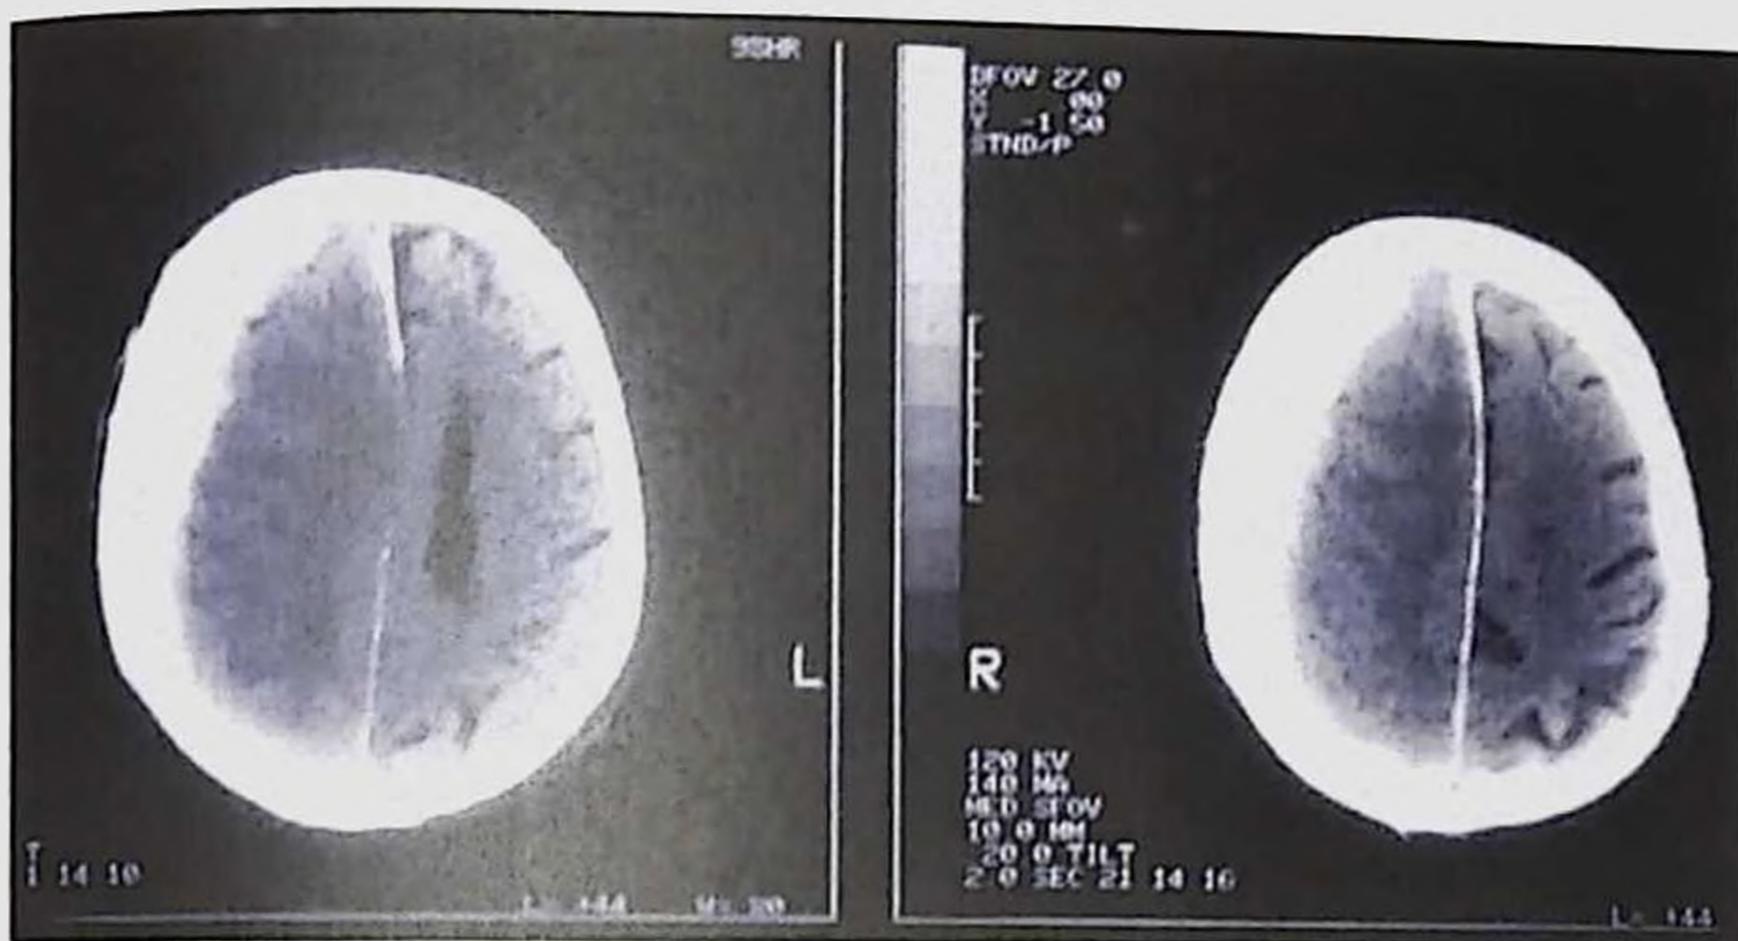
КТ субдуральной гематомы с средним штифтом
